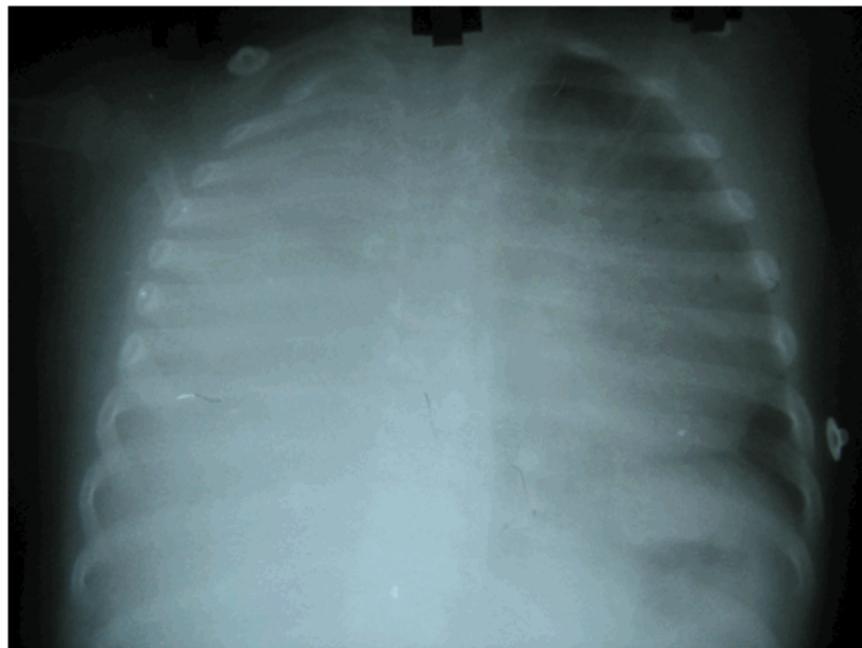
Radiografía de tórax al día siguiente del ingreso. Muestra opacidad total de hemitorax derecho con desplazamiento de los órganos del mediastino compatible con derrame pleural de gran cuantía.
